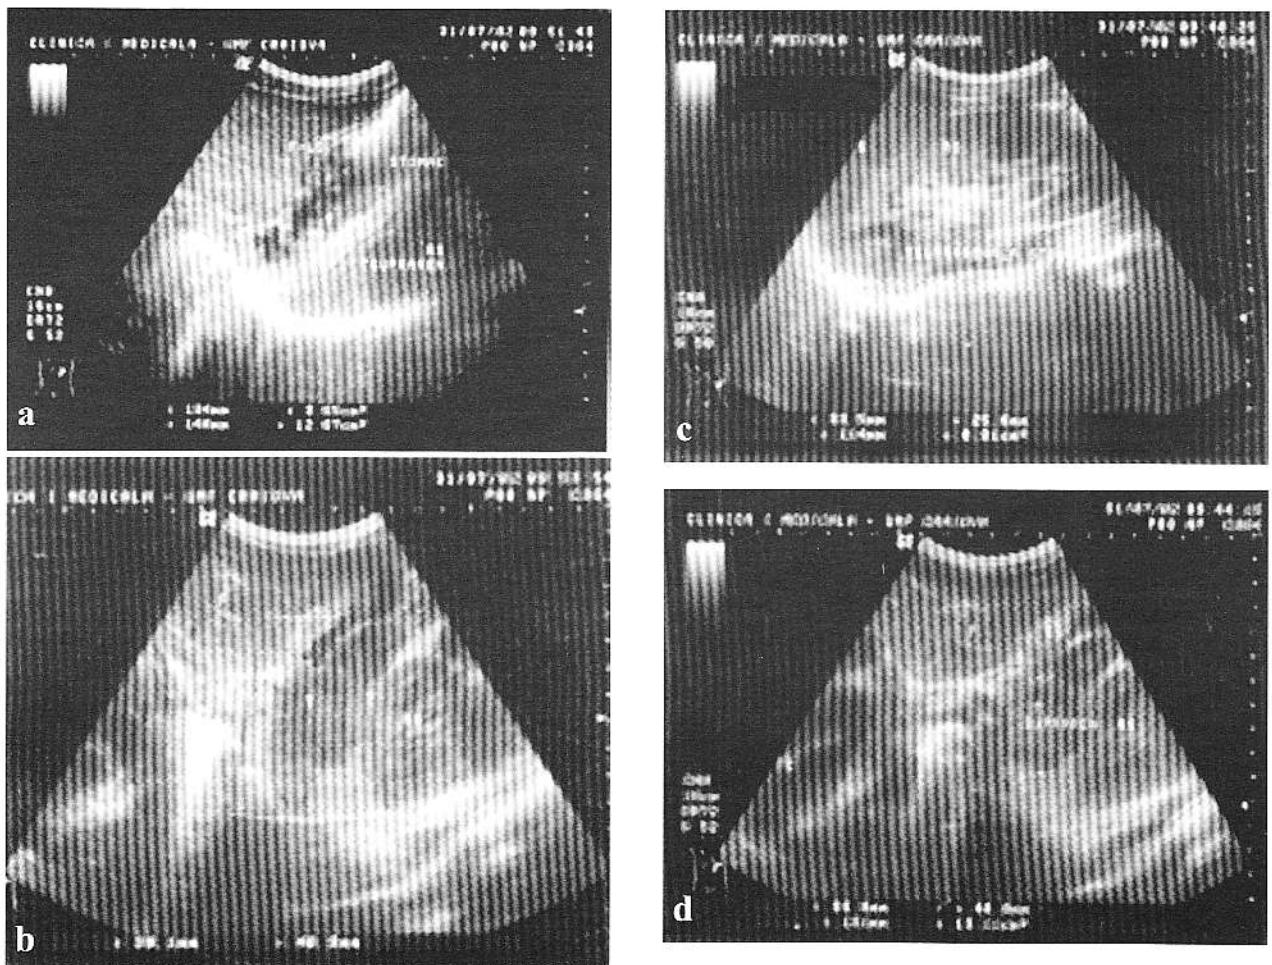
a,b,c,d. Carcinom gastric cu metastază suprarenală stg - aspect ecografic.
